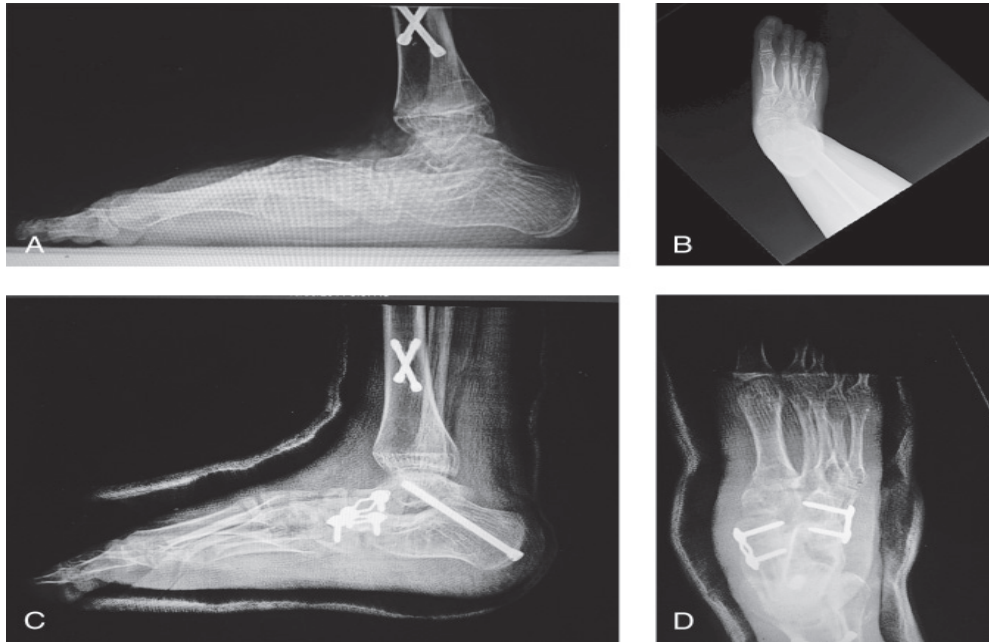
Radiographies latérales (A) et AP (B) en charge du pied d'un patient de 15 ans présentant un pied plat valgus neuromusculaire sévère bilatérale. Le patient avait déjà été traité avec une ostéotomie tibiale pour un trouble rotatoire.
